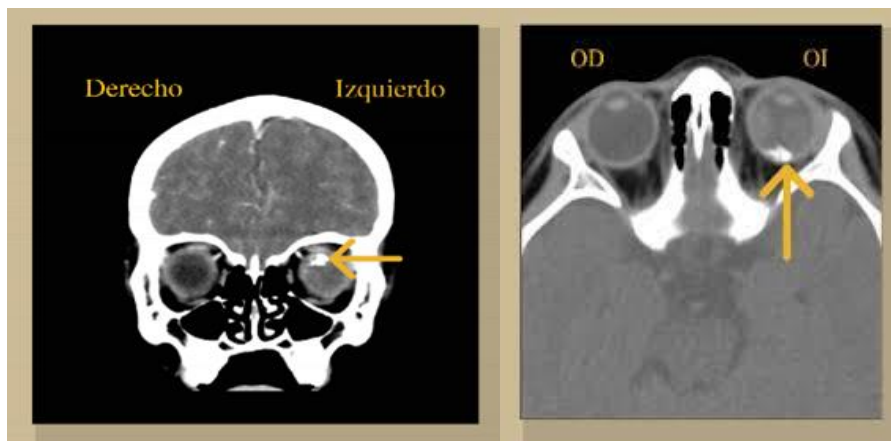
En la imagen de la izquierda se observa una Tomografía Transversal en fase simple donde se observa en el interior del globo ocular (OI) una imagen con morfología irregular, de bordes regulares, bien definidos, el ojo derecho (OD) se encuentra sin anomalías. En la imagen de la izquierda, se observa una reconstrucción coronal donde se observa con la administración de contraste, la lesión anteriormente descrita en la imagen de la izquierda.
